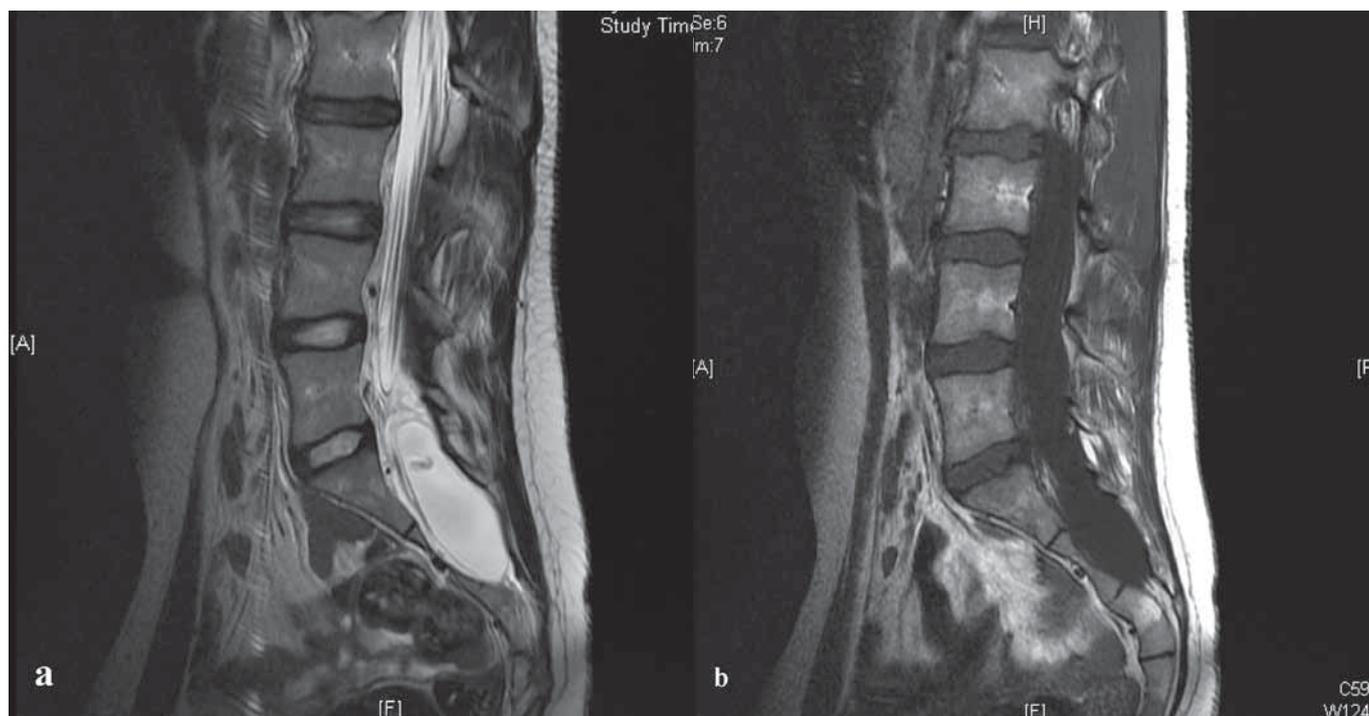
Ressonância magnética nuclear de medula, com aumento evidente do volume e balonização do saco dural a nível do canal sagrado entre S₁ e S₃ com alargamento deste último (sagital T₂, a) e retroescavação da parede posterior dos corpos vertebrais sacrados (sagital T₁, b), compatível com ectasia dural.
